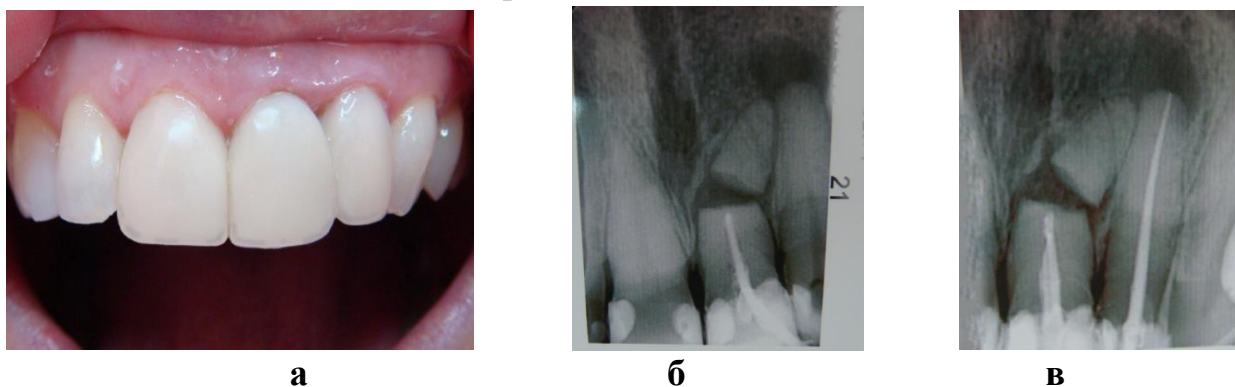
Зубы 1.1, 2.1 и 2.2 неподвижны, покрыты винирами (лечение проведено на кафедре терапевтической стоматологии БелМАПО) (а). Через год пациентка обратилась с жалобами на боли при накусывании в области 2.1 и 2.2 зубов. В анамнезе травма 13 лет назад. На рентгенограмме линия перелома корня 2.1 зуба в средней трети; смещение апикального фрагмента корня в сторону латерального резца; облитерация канала апикального сегмента; очаг рентгенологического разрежения на границе отломков; деструкция костной ткани в апикальной области 2.2 зуба (б). Эндодонтическое лечение коронарного сегмента 2.1 зуба и 2.2 зуба (в)
